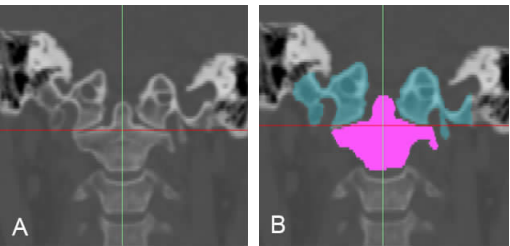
寰枕融合患者颈椎寰枕关节 Mimics 编辑前后 CT 影像
